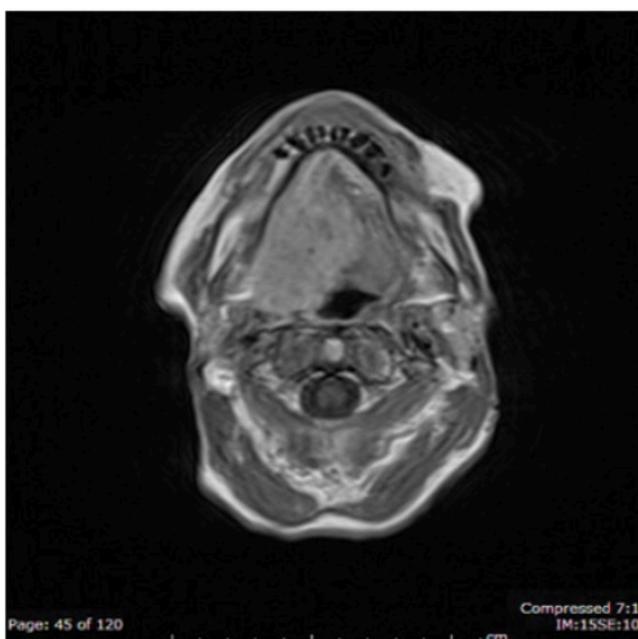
RMN - Cáncer oral en la parte derecha de la lengua, se observa pérdida de arquitectura en comparación con el otro lado.
